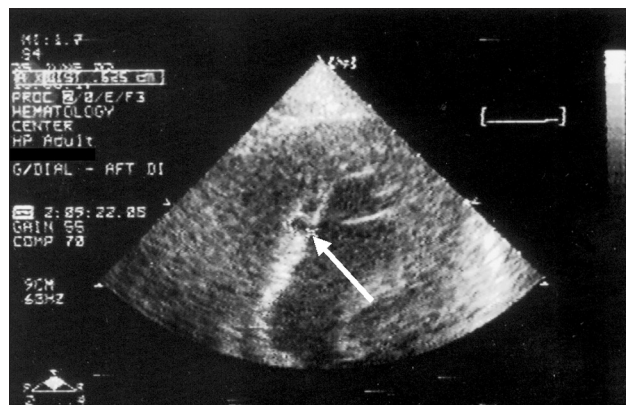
Эхокардиограмма больного С. через 1,5 мес. после перенесенного острого инфаркта миокарда (стрелкой указана глубокая узурация межжелудочковой перегородки со стороны левого желудочка; выше - гипозоногенный участок возможного миолиза в миокарде межжелудочковой перегородки)
